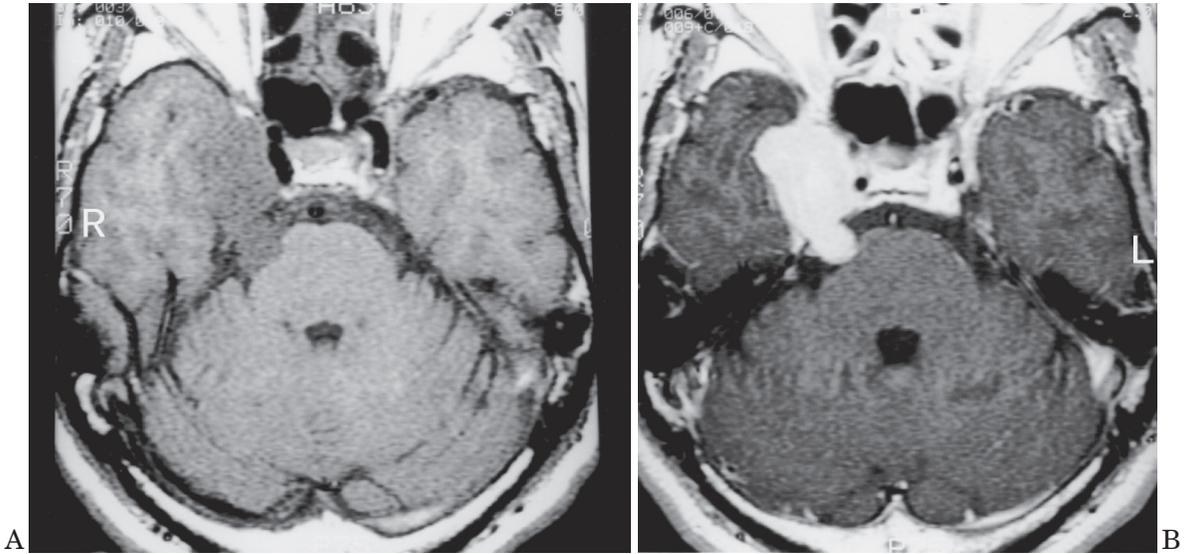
右側三叉神経痛患者の三叉神経起始部のMRI (A: T1強調画像, B: Gd造影T1強調画像)
